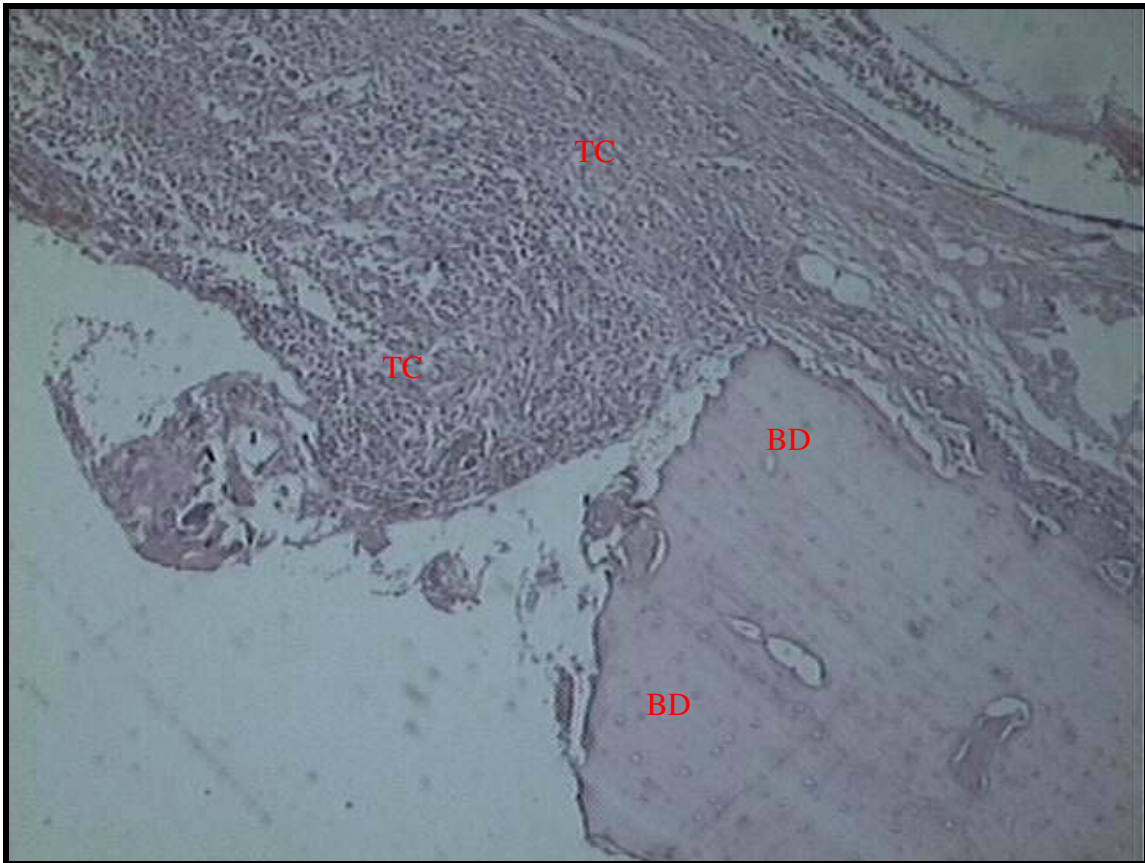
Defeito controle com 07 dias de observação. BD – borda do defeito; TC – tecido conjuntivo
